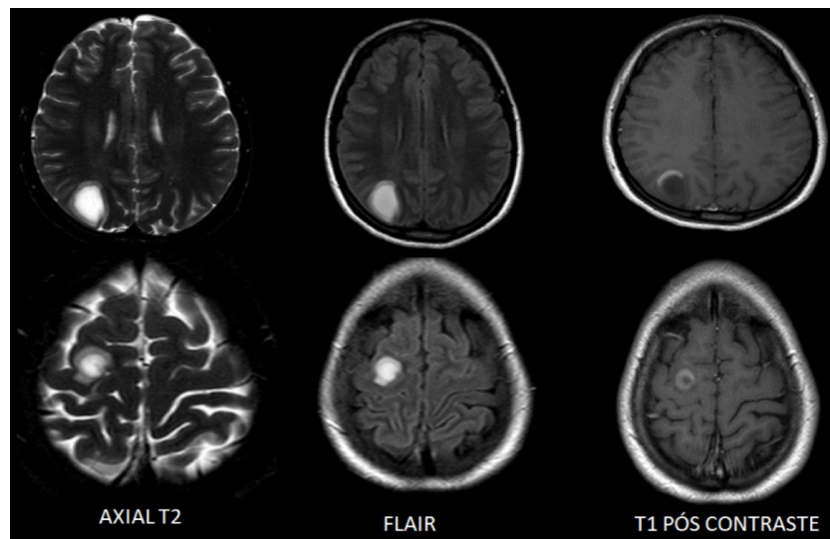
RM de crânio demonstrando áreas de alteração do sinal com hipossinal em T1 e hipersinal em T2 e FLAIR, leucocortical frontal e parietal direita.
